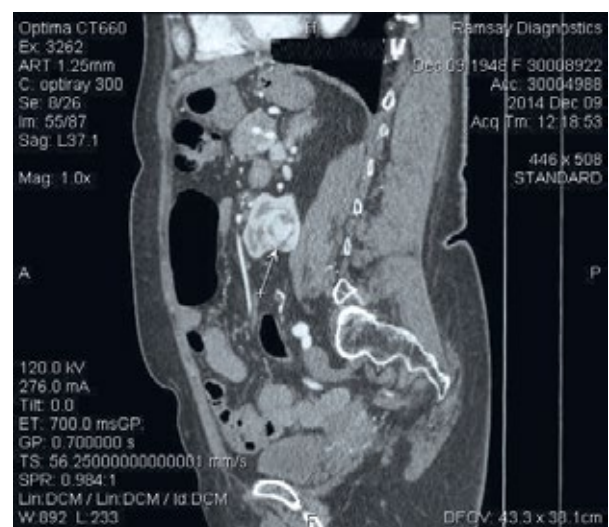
КТ-картина опухоли подковообразной почки больной Б., 66 лет (сагитальная проекция).
